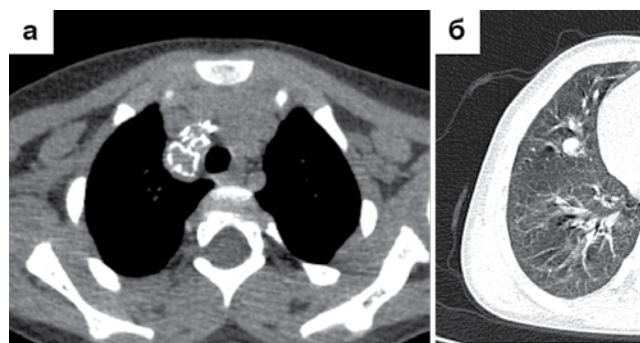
4б. Пациента Н., 2 года. КТ ОГК через 6 мес. противотуберкулезной терапии (4а – аксиальная проекция, мягкотканное окно, 4б – аксиальная проекция, легочное окно): массивный конгломерат лимфатических узлов паратрахеальной группы справа размером 26 × 18 × 19 мм с кальцинацией по капсуле лимфатического узла, очаг в С₄ правого легкого
